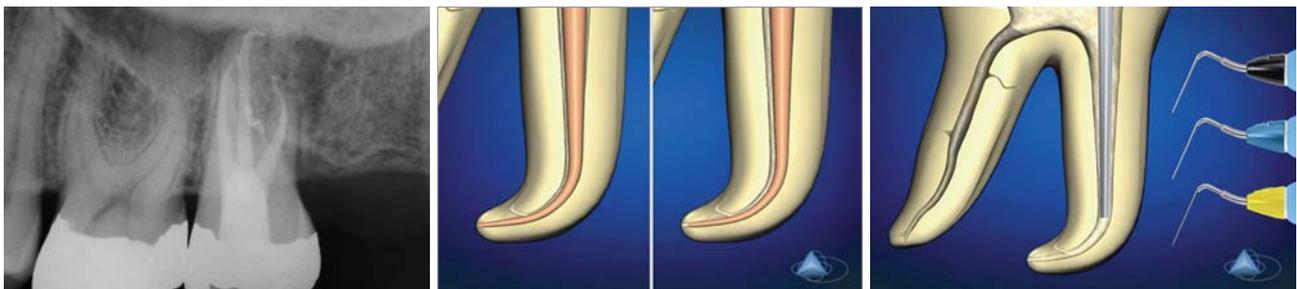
Postoperatives Röntgenbild eines oberen zweiten Molaren. Man beachte die abrupte apikale Krümmung des palatinalen Systems, die S-förmige Krümmung des DB-Systems und den gefüllten furkalen Kanal. – Abb. 4: Einpassen des Master Cone bis zur Arbeitslänge und seine Kürzung gegenüber dem mit Papierspitzen lokalisierten apikalen Endpunkt des Kanals. – Abb. 5: Auswahl jenes Pluggers, der sich passiv in den geraden Kanalabschnitt und optimalerweise bis in einen Bereich von 5 mm vor dem apikalen Endpunkt einführen lässt.
